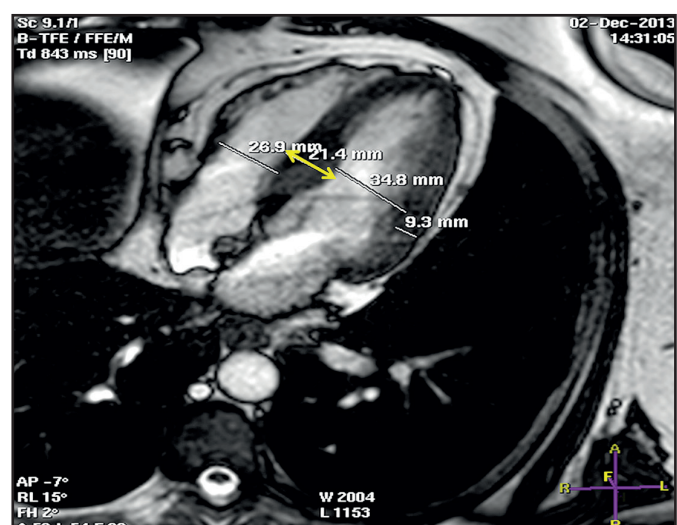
Cardio-RM en la secuencia de 4 cámaras que nos permite localizar y medir con más exactitud la presencia de hipertrofia ventricular. Esta imagen muestra una MCH asimétrica septal (SIV 21.4 mm).
